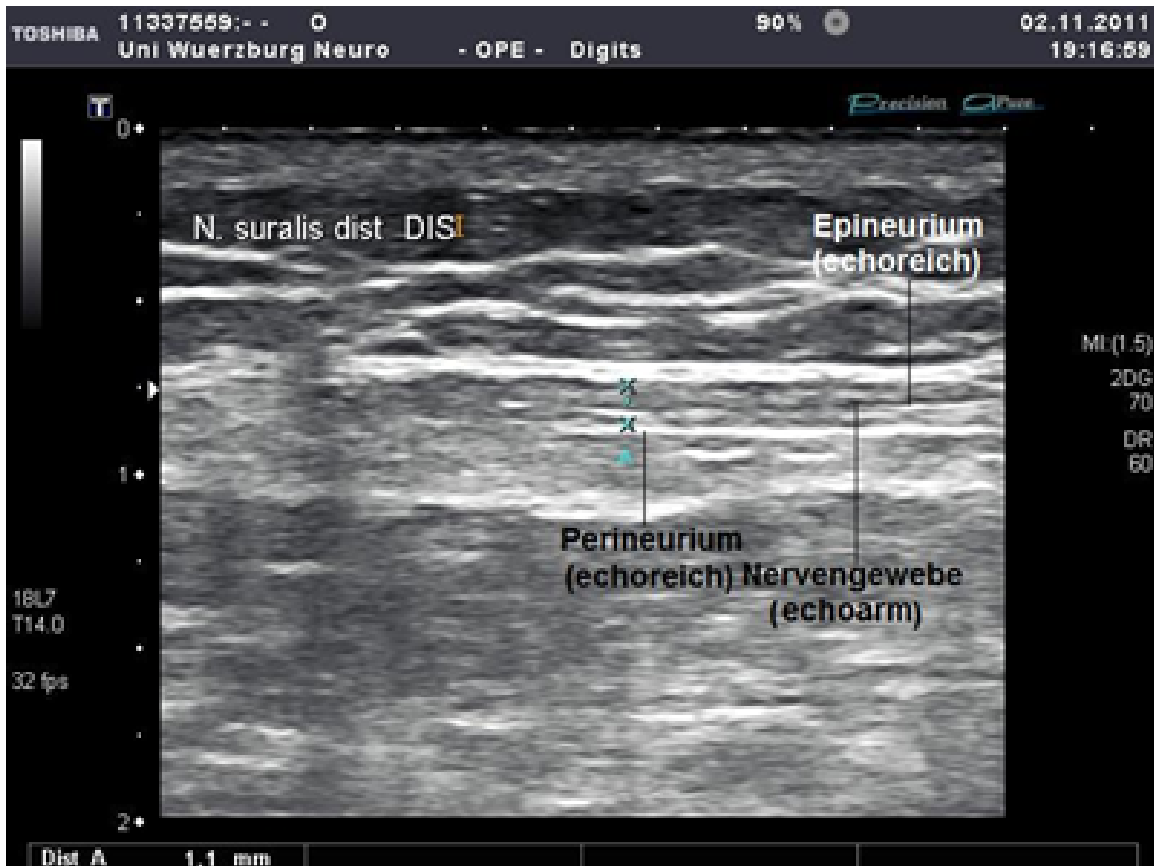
Sonographisches Bild eines Nerven im Längsschnitt mit typischer Echotextur
